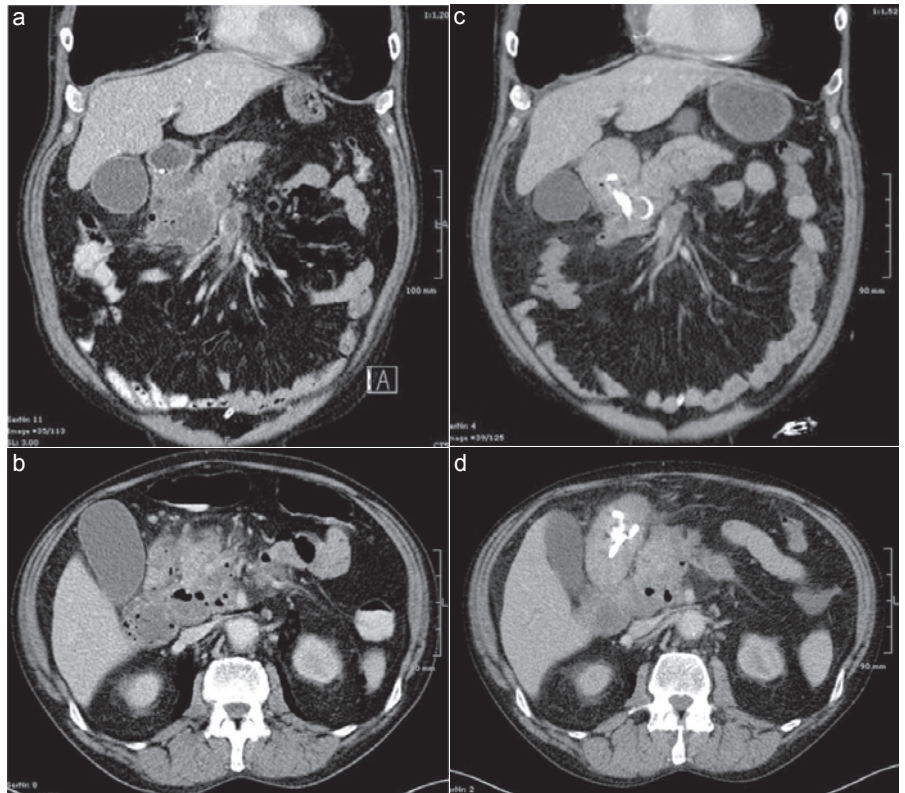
KM-verstärktes Abdomen-CT vor (a,b) und nach (c,d) Anlage einer transduodenalen Drainage mit Abnahme der Flüssigkeitskolektionen.
